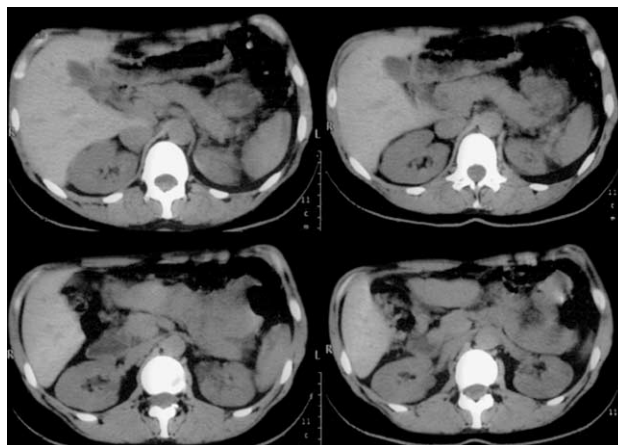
Компьютерная томограмма почек. То же наблюдение через 2 года. Почки без патологических изменений.
